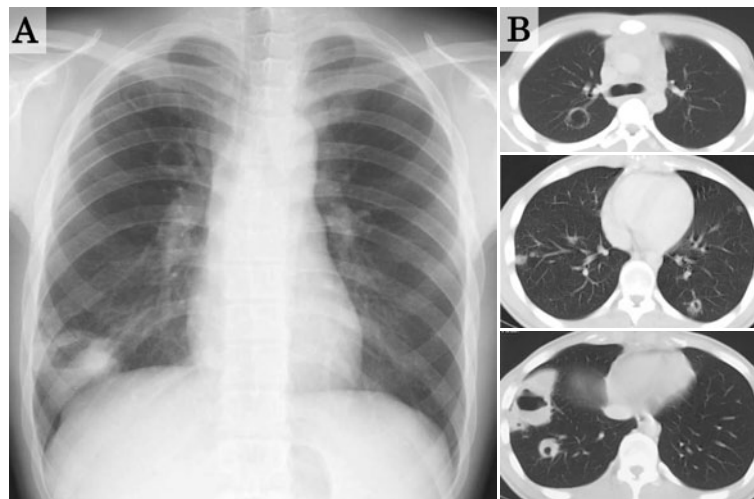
(A) A chest X-ray on admission showing cavitory lesions of the right upper lung field and right lower lung field. (B) A chest CT on admission showing multiple cavitory lesions and mediastinal lymphadenopathy.
